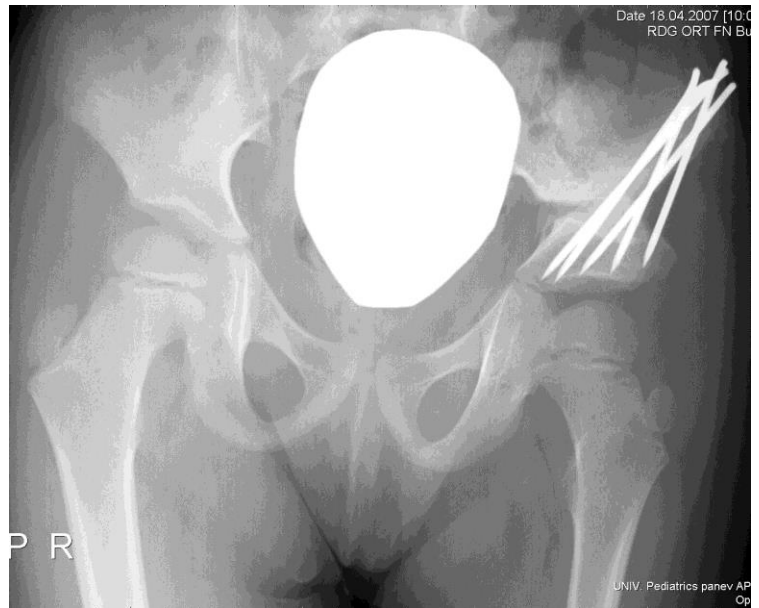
LIII. RTG pravého femuru, AP
